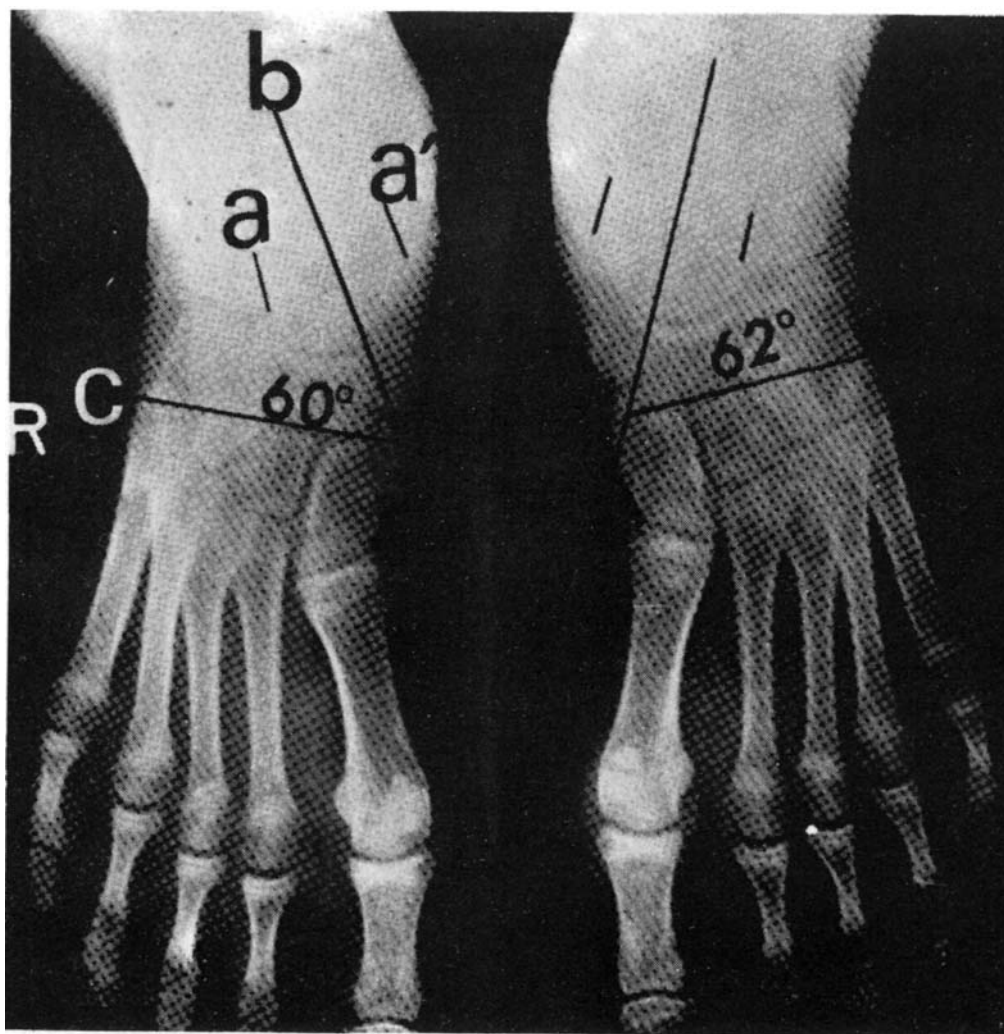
Radiografía anteroposterior de ambos pies en carga.
